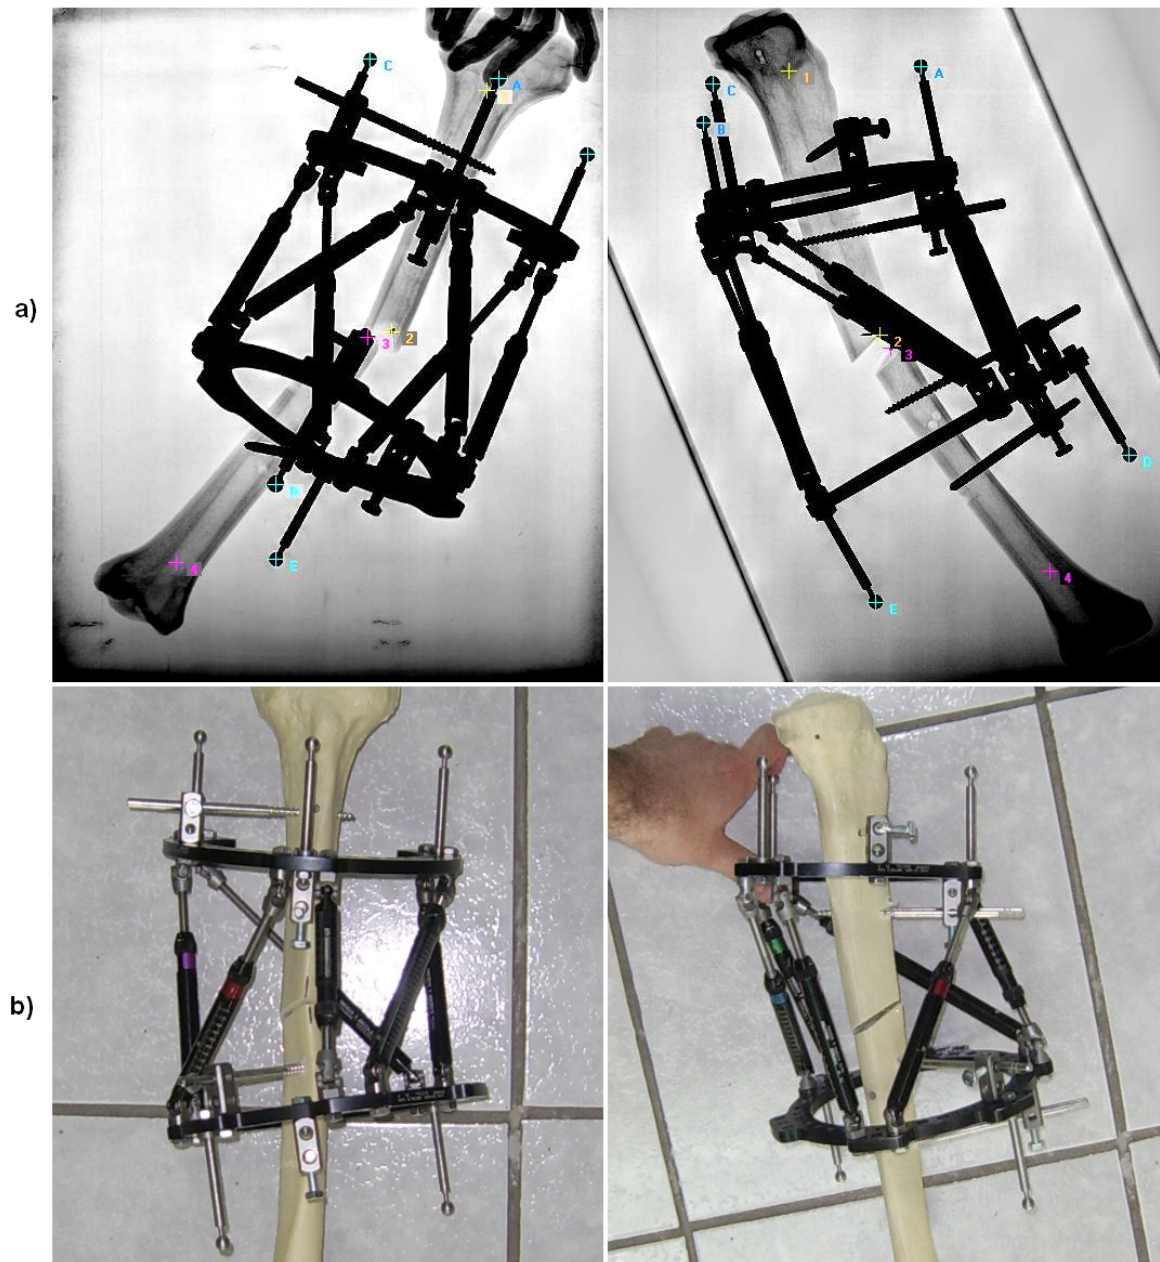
Imágenes del Caso 2. a) Radiografías antes de la corrección, b) Vistas luego de la corrección.
